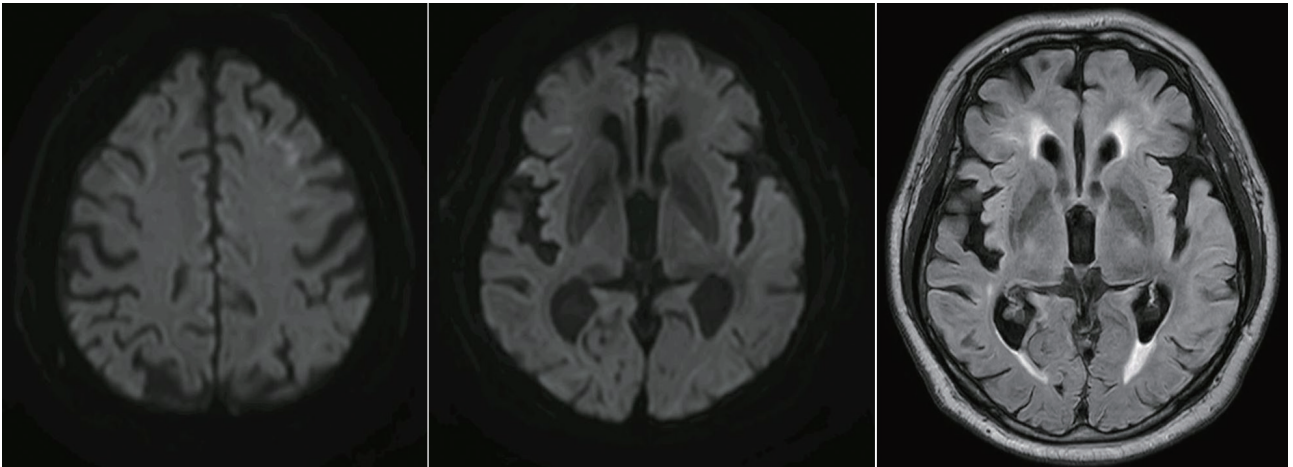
Follow-up brain MRI after symptom resolved. Two months after symptom onset, the patient's symptom of aphasia was completely improved. Then we performed a follow-up routine brain MRI with DWI, and a high-intensity lesion with edema in left temporal area was resolved. However, a high intensity lesion of bilateral frontal corticomedullary junction in DWI image was remained. MRI; magnetic resonance imaging, DWI; diffusion weighted image.
